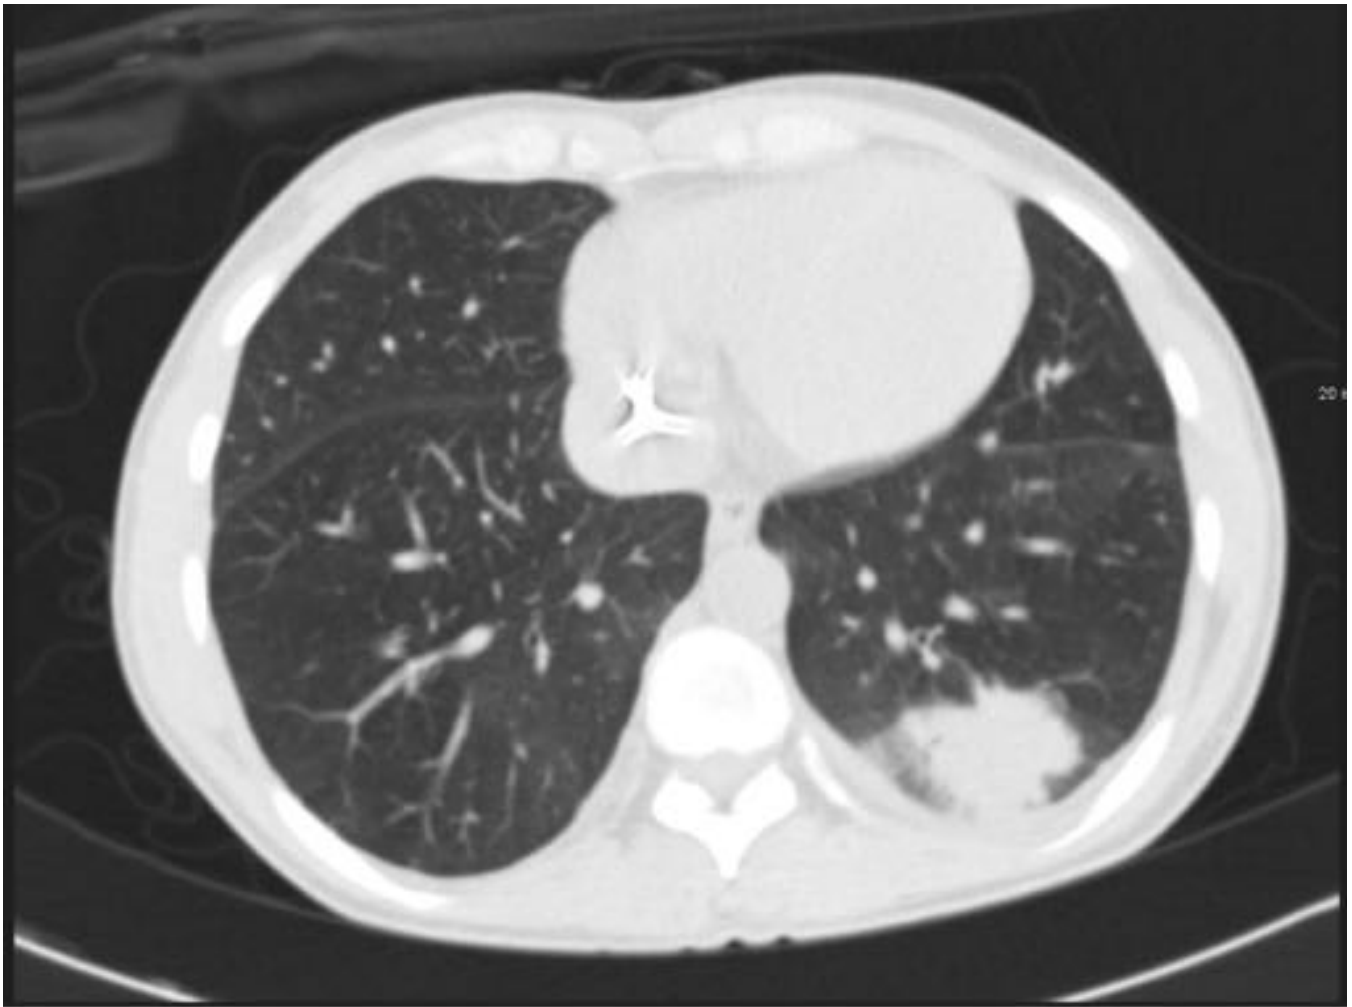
Paciente con trasplante de riñón. La TC muestra una consolidación nodular grande con bordes mal definidos, broncograma aéreo y áreas circundantes en vidrio esmerilado (signo del halo). En el cultivo de esputo *Candida* spp. fue aislado.
